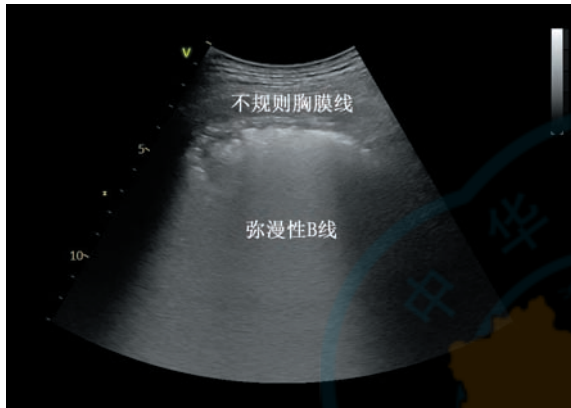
间质性肺疾病肺部超声显示弥漫性 B 线和不规则胸膜线
